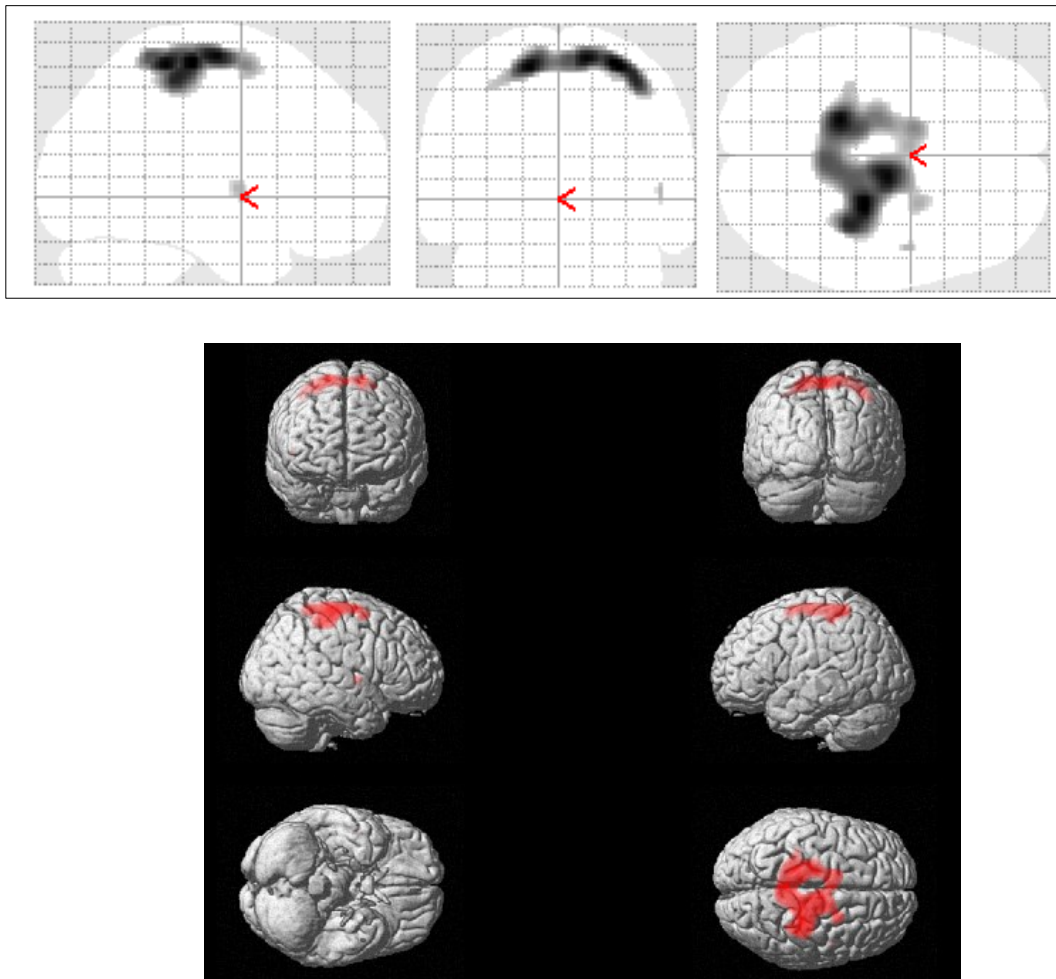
a und 24 b: Vergleich der normalisierten und geglätteten ^{18}F -FDG-PET Aufnahmen von 16 Patienten mit leichter AD mit Berufsindex $\leq 3,5$ und 16 Patienten mit leichter AD mit Berufsindex $\geq 3,6$.
